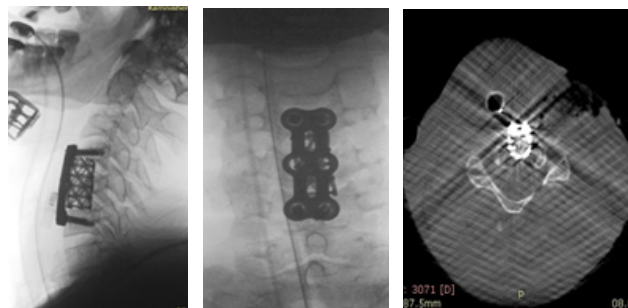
Спондилограммы и КТ после операции. Вентральный бисегментарный спондилодез C5, сетчатым имплантом и пластиной. Отмечается устранение деформации, стеноза позвоночного канала и стабильный спондилодез
